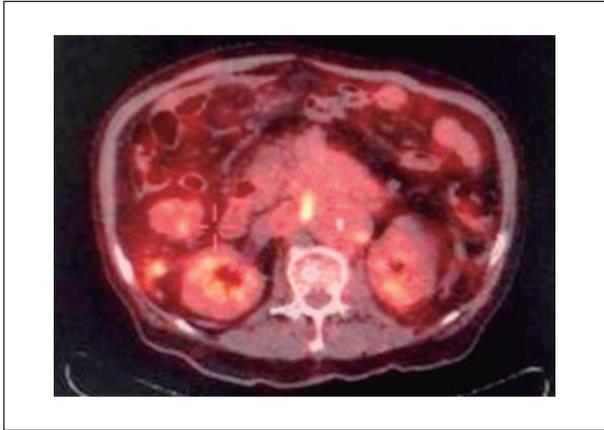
PET scan: normal.
